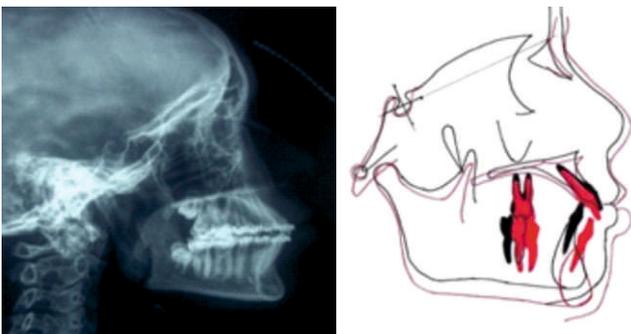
et 9 La téléradiographie de fin de traitement et la superposition céphalométrique générale
